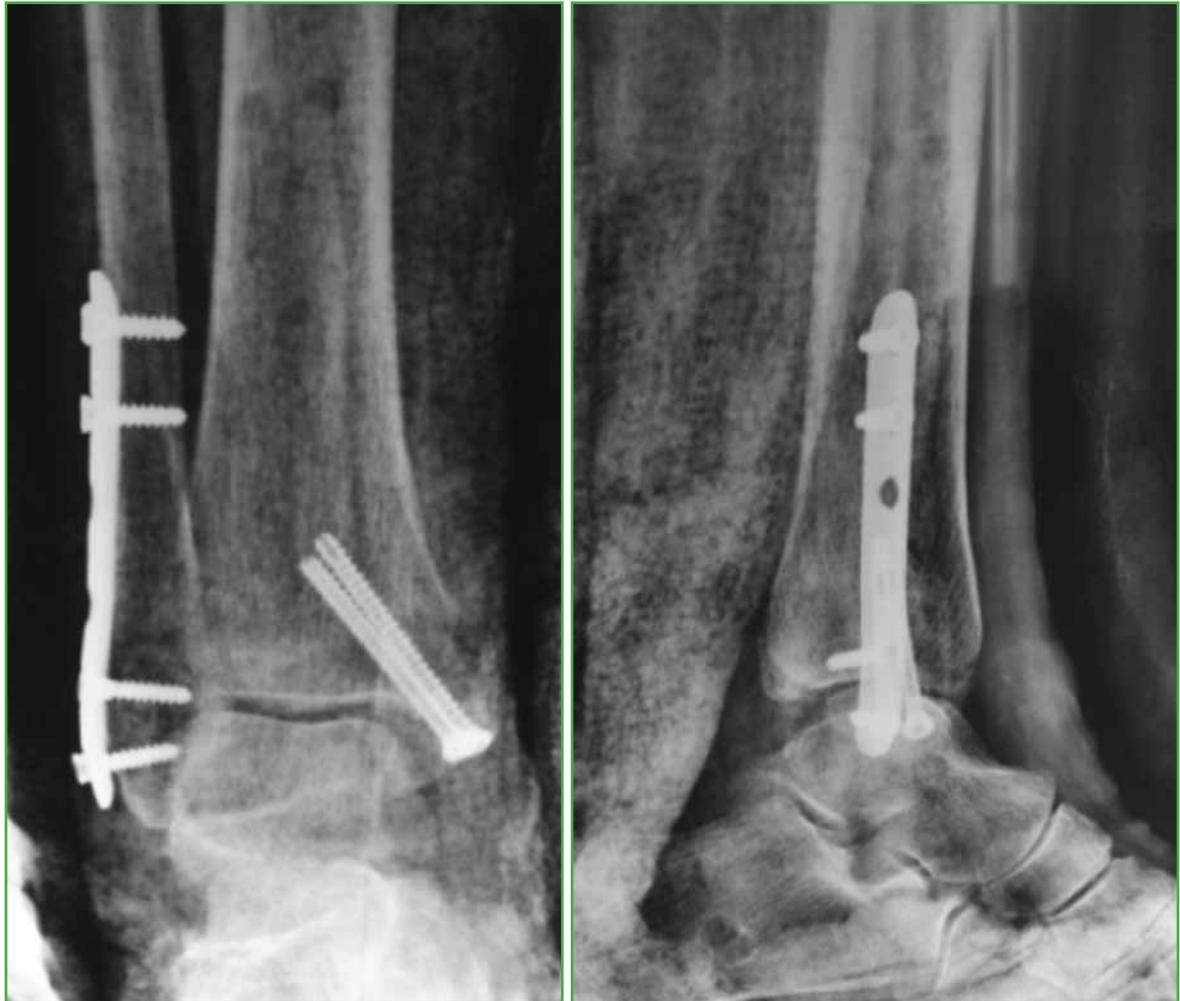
Radiografías posquirúrgicas de osteosíntesis MIPO de tobillo en un paciente de 95 años.
